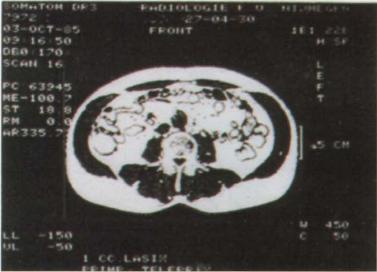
Tomografías computadorizada del nivel de la IV vértebra lumbar de dos hombres. El paciente B (abajo) presenta bastante más grasa abdominal visceral (áreas más claras) si se compara con su grasa abdominal subcutánea. El paciente A (arriba) es más delgado, pero también tiene considerablemente menos de esta grasa que de grasa visceral.
